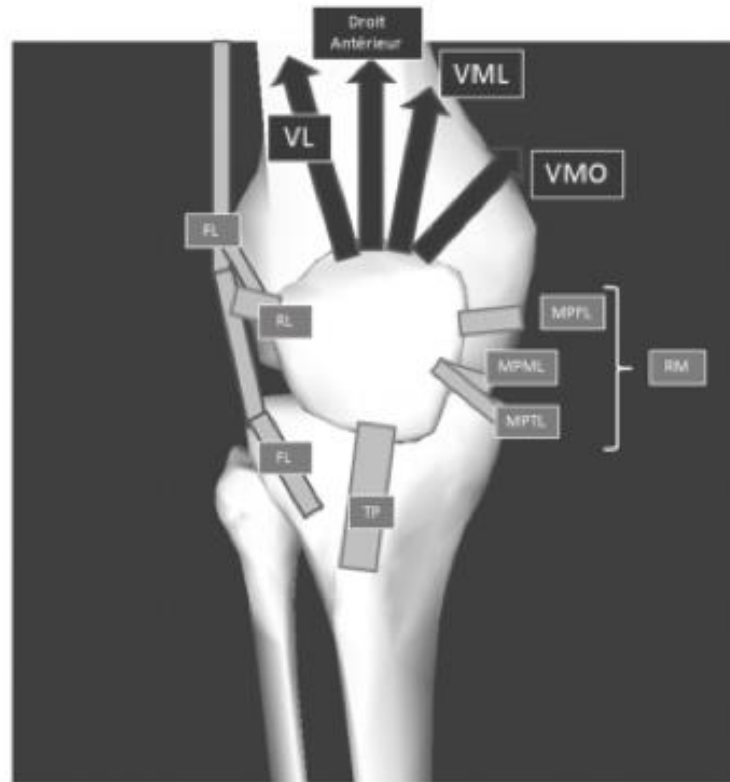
Les structures anatomiques de stabilité passive de l'articulation fémoro-patellaire et les différentes actions des chefs du muscle quadriceps. Les structures passives sont le retinaculum latéral (RL), le fascia lata (FL) partageant des fibres avec le RL, et le retinaculum médiale (RM) composé du MPFL (medial patellofemoral ligament), le MPML (medial patellomeniscal ligament) et le MPTL (medial patellotibial ligament). Les chefs du muscle quadriceps sont : le droit antérieur et le vaste intermédiaire, le vaste latéral (VL) et le vaste médiale divisé en 2 chefs, le vaste médiale oblique (VMO) et le vaste médiale longitudinal (VML) (figure réalisée avec Sketchup).
